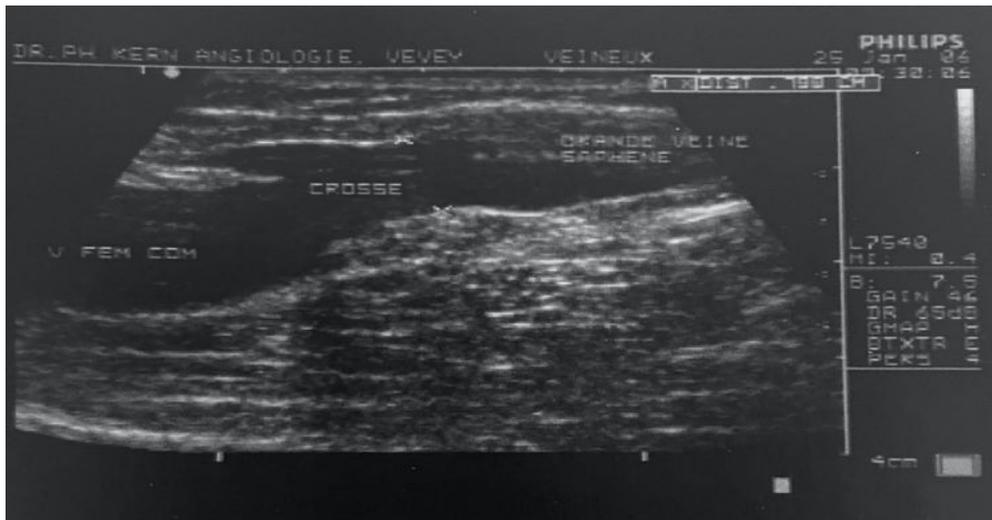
Échographie écho-doppler : jonction de la grande veine saphène en coupe longitudinale (19)
